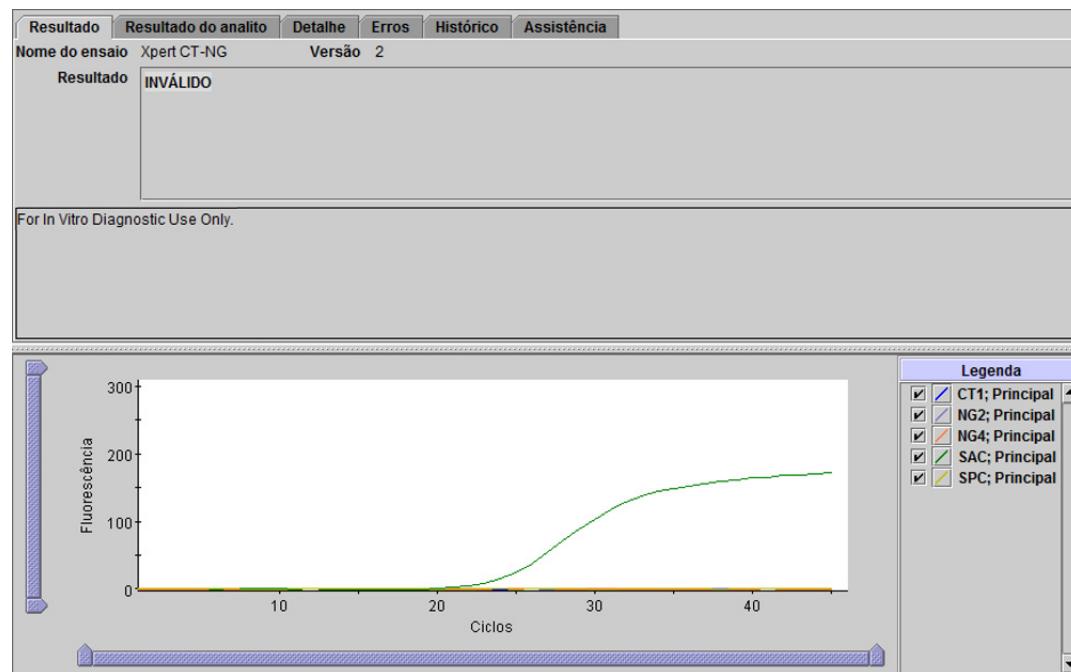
Xpert CT-NG - resultado Inválido
